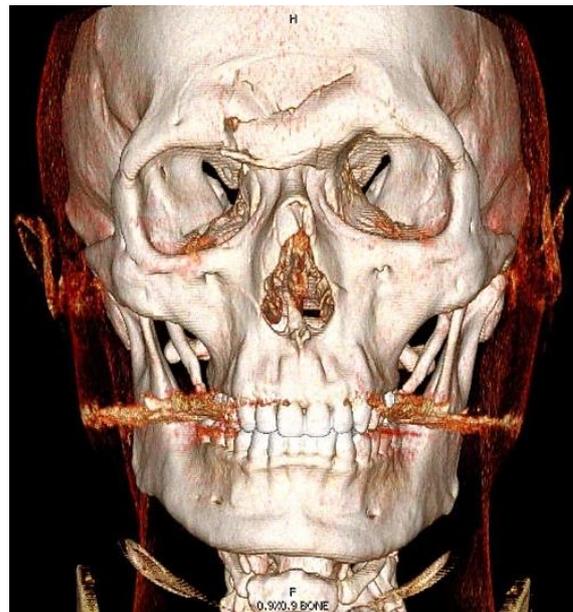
TDM 3D – Vue frontale d'une fracture comminutive du sinus frontal
